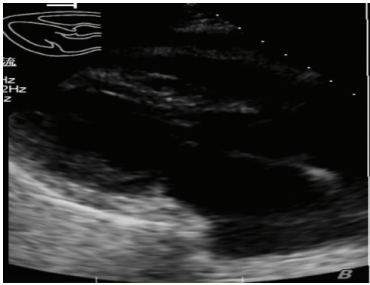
7 月 12 日心脏超声提示微量心包积液
